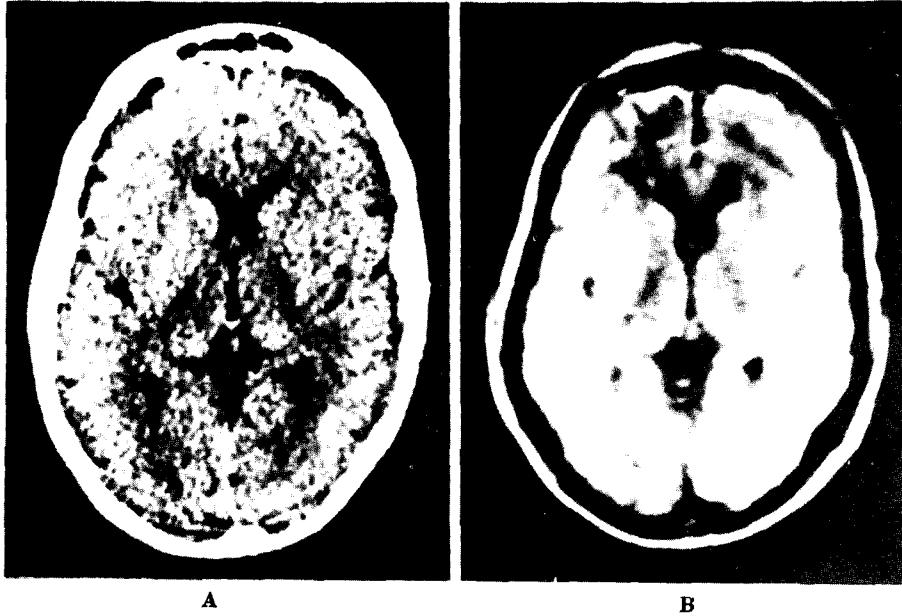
정상성인 腦의 腦室部位의 CT(A)와 SR<sub>1000</sub> 走査影像(49세 남자)의 비교
